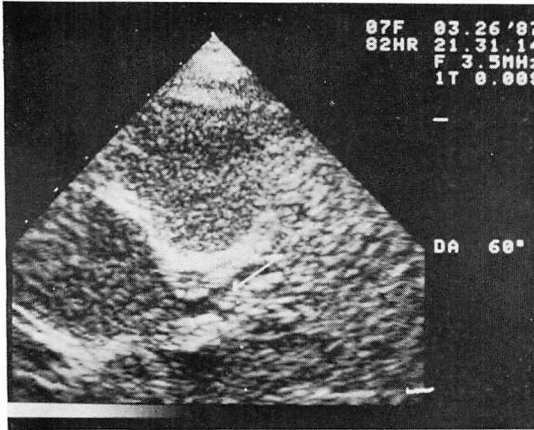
Ultrasonic imaging of the left coronary artery.
